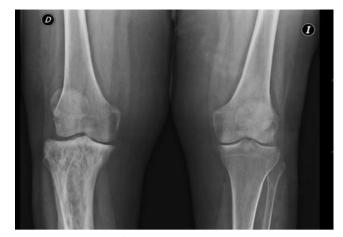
Radiografía de ambas rodillas en carga: en la tibia derecha se observa engrosamiento cortical, refuerzo de la trabécula, zonas osteolíticas y zonas de esclerosis, hallazgos compatibles con enfermedad de Paget.
